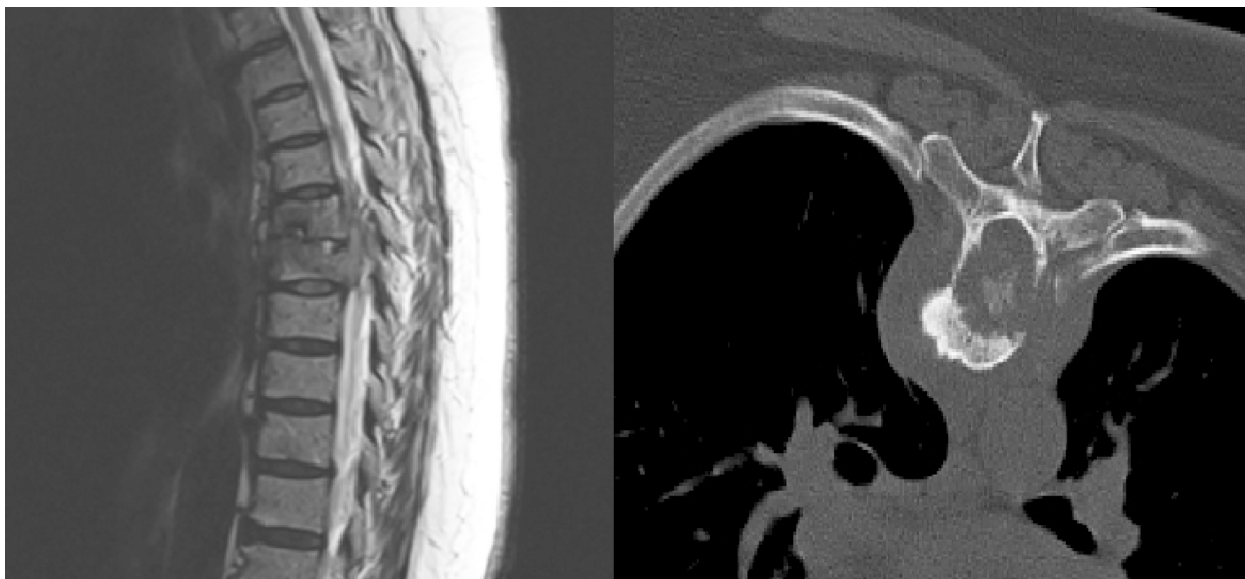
Imagen de RMN. Lesión destructiva T6-T7.
